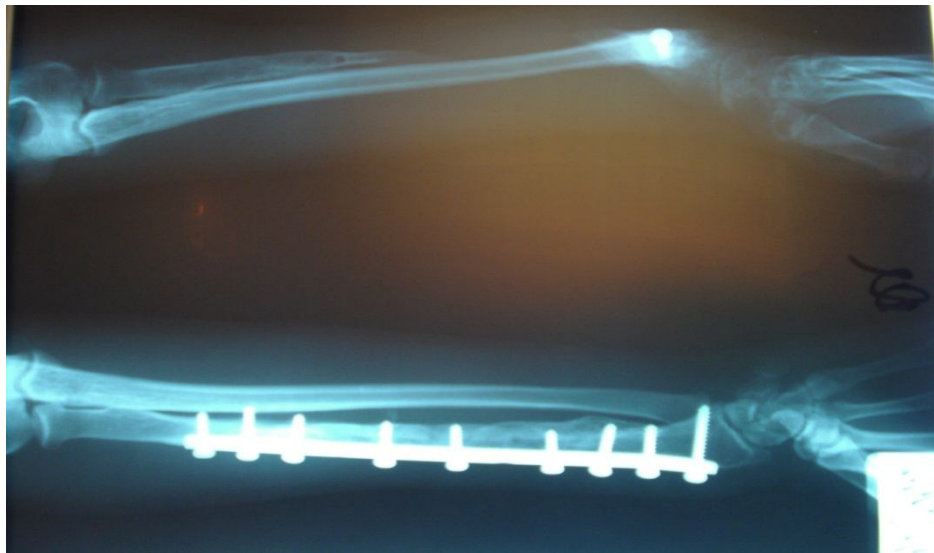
radiographie standard des deux avant bras montrant l'ablation du 1/3 inférieur du radius de l'avant bras gauche et au niveau de l'humerus de l'avant bras droit une hyperostose et une ostéite.
